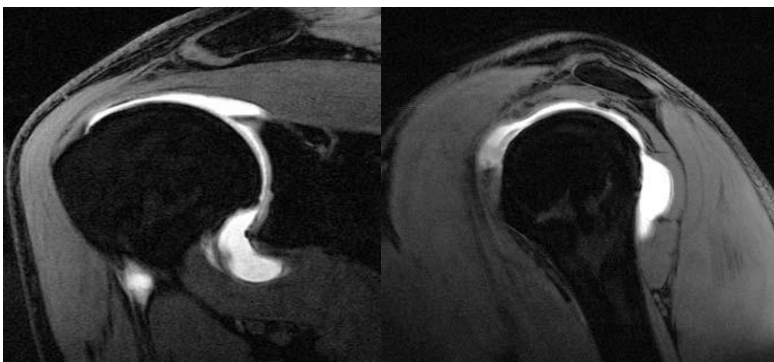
Resonancia magnética sagital con supresión de grasa, calculando el grosor de corte a 1.8 mm. Con únicamente 2 mm de grosor capsular en el intervalo rotador y, con un tendón del bíceps grisáceo.
